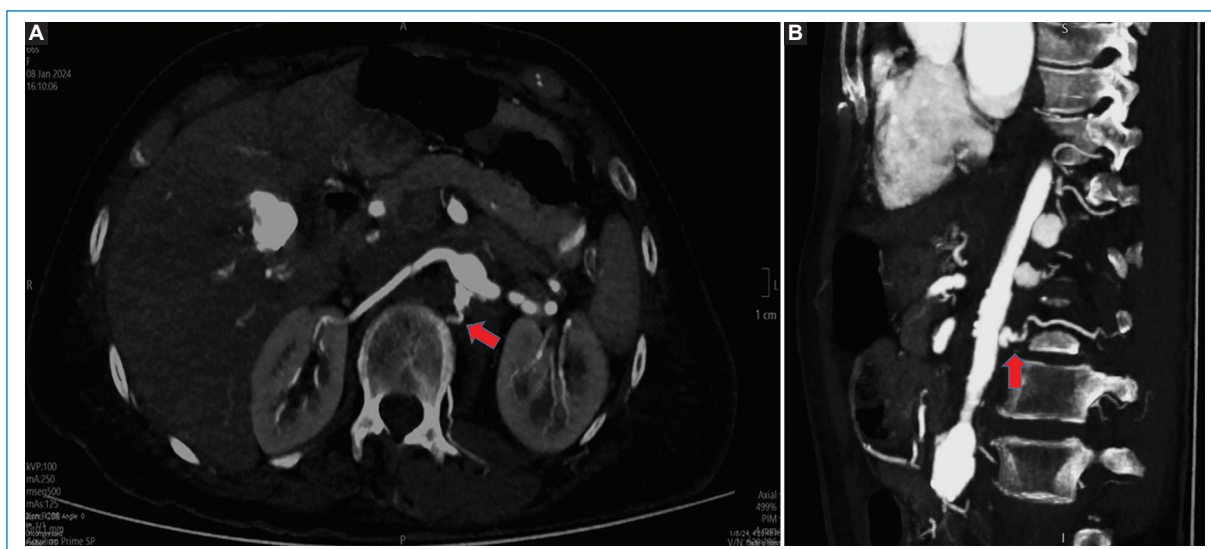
Angiotomografía de cuerpo entero, corte axial (A) y reconstrucción sagital (B) en fase contrastada (poscontraste intravenoso con medio yodado Ultravist 370 mg/ml). Se identifican (ver flechas) pequeñas colecciones hiperdensas de medio de contraste dentro del hematoma intramural, localizadas en el margen posterior de la aorta abdominal a nivel suprarrenal e infrarrenal, con conexión aparente con ramas de las arterias lumbares; hallazgos compatibles con *pool* sanguíneo intramural.
